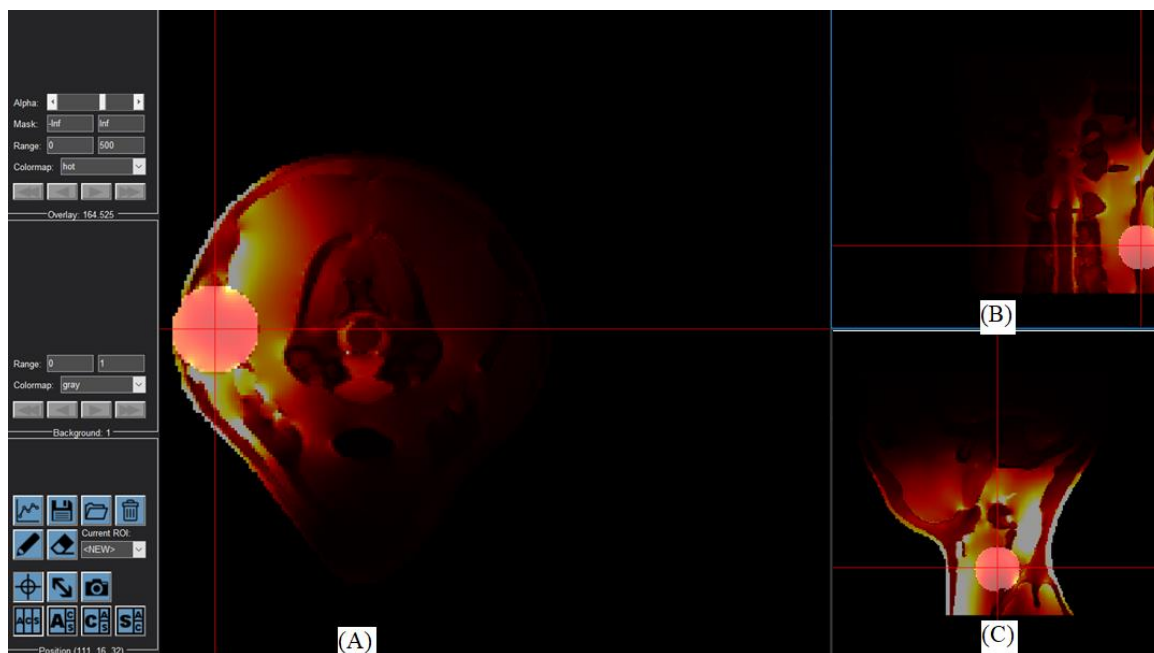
TC₂₅ pro poloměr cíle 15 mm při použití čtyř aplikátorů transverzální řez (A), frontální řez (B), mediální řez (C)
